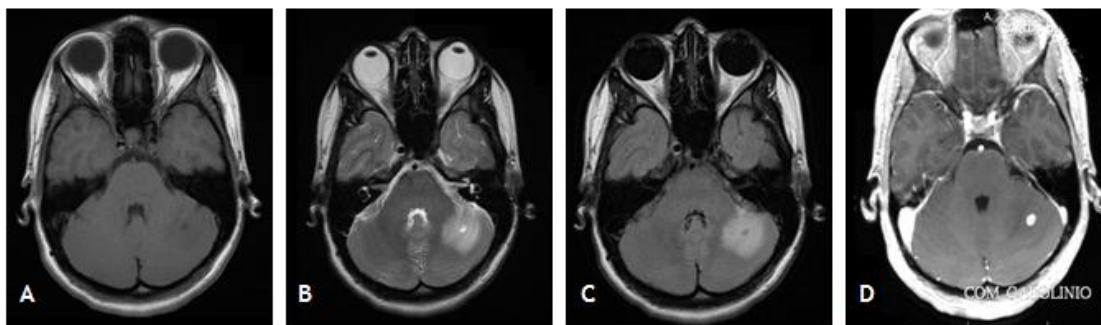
Imagens de RM-CE de outubro de 2008 que mostram a lesão do hemisfério cerebeloso esquerdo. Plano axial ponderado em T1 (A), plano axial ponderado em T2 (B), plano axial ponderado em T2 FLAIR (C), plano axial ponderado em T1 após administração EV de gadolínio (D).
